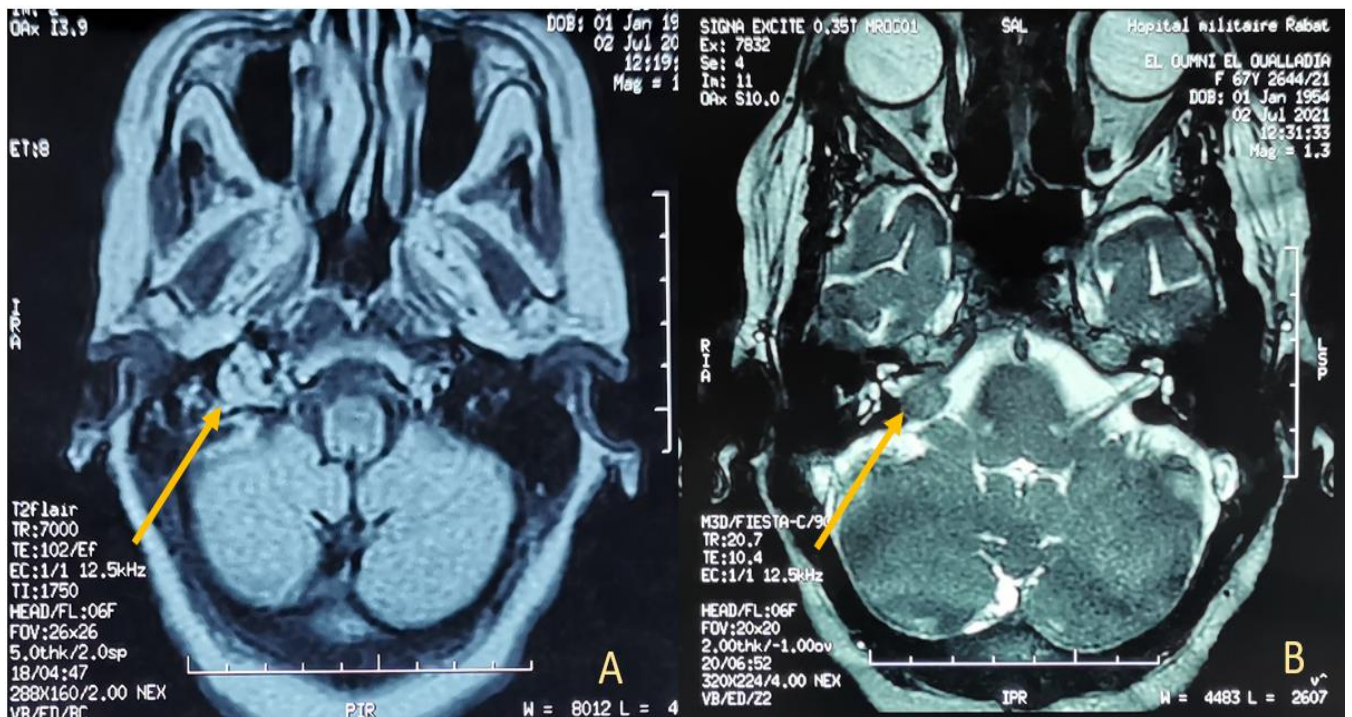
images de l'IRM d'une patiente souffrant d'acouphènes pulsatiles qui montrent un paragangliome tympano-jugulaire droit en séquence T1 (A) et T2 (B)
